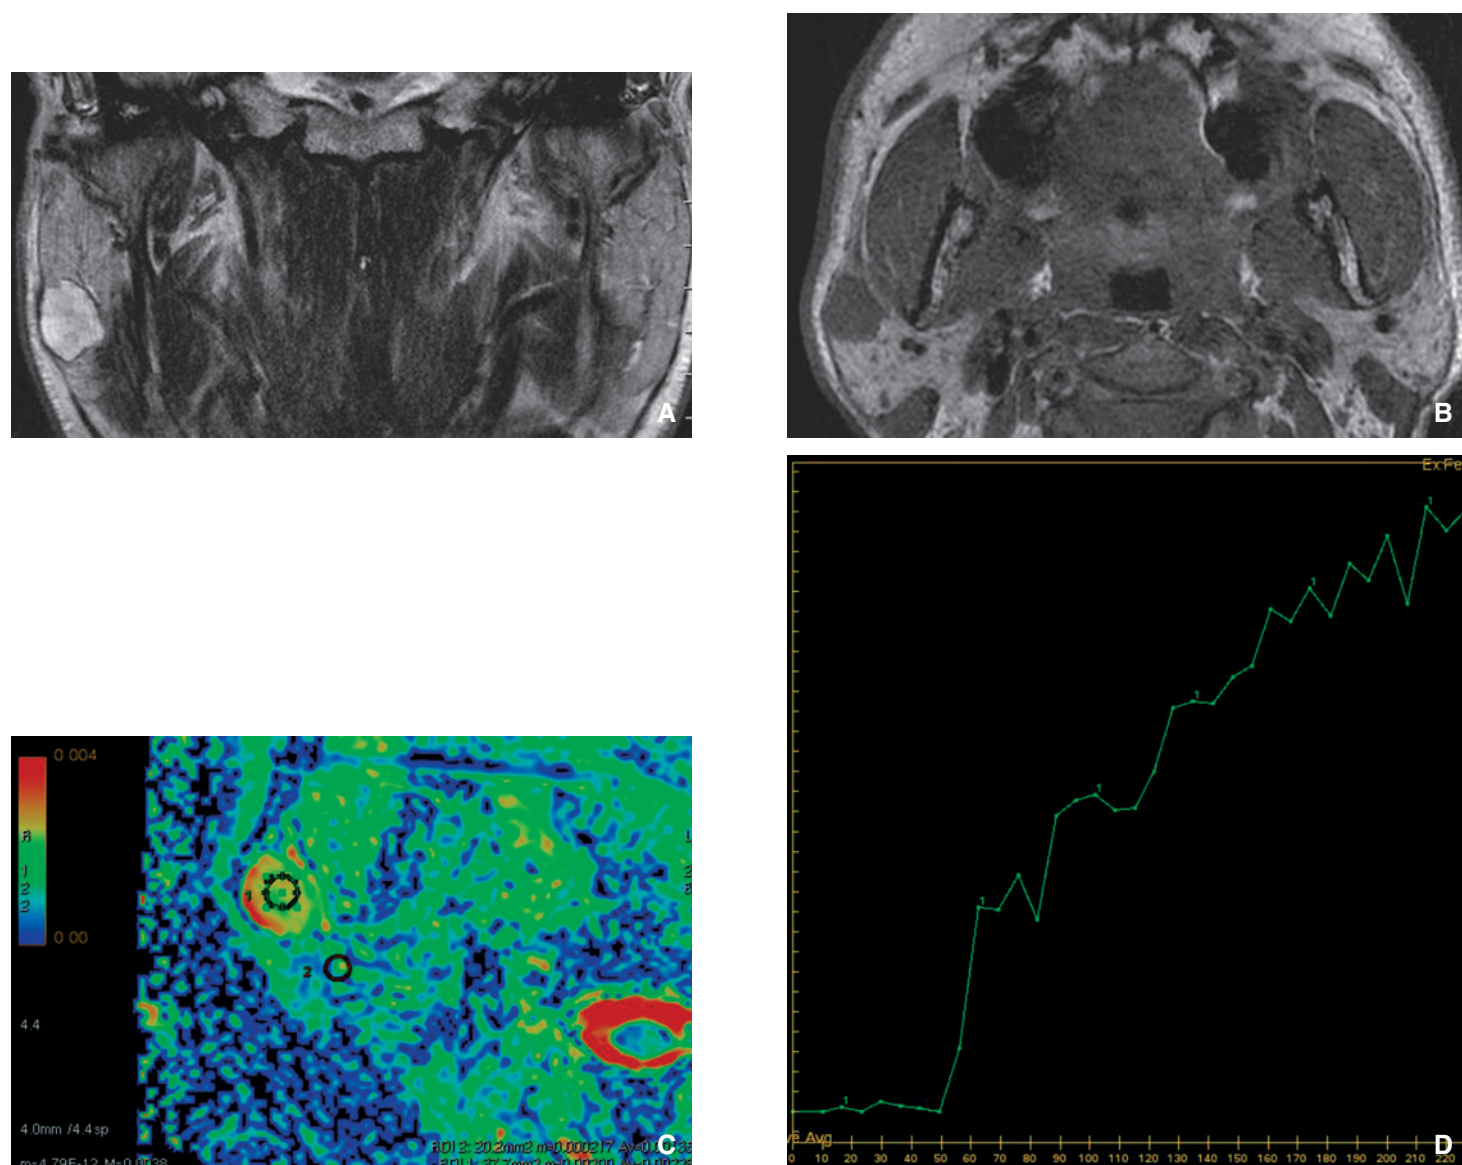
Imagerie par résonance magnétique (IRM) d'un adénome pléomorphe. La parotide droite est le siège dans sa portion superficielle d'un nodule de 20 mm de grand axe en hypersignal T2 franc aux contours lobulés, bien limités en T1 et T2 avec présence d'une fine capsule en hyposignal T2. Sur le plan fonctionnel, le coefficient de diffusion apparent (ADC) est très élevé. La lésion se rehausse de façon progressive selon une courbe de perfusion de type A.
